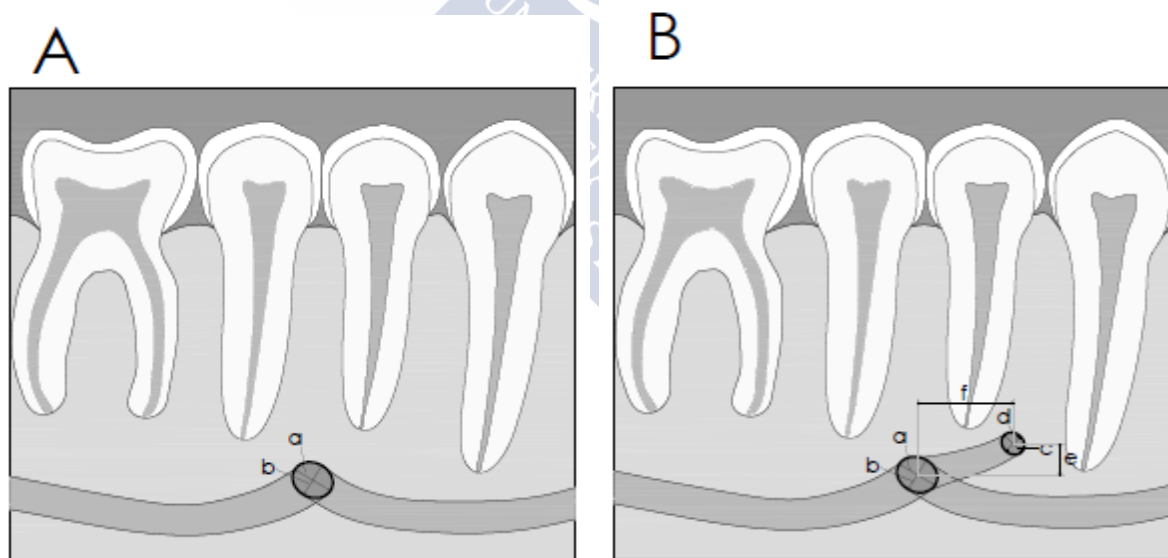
Características morfométricas de los forámenes mentonianos (FM) y forámenes mentonianos accesorios (FMA) analizadas en cortes sagitales de tomografías computarizadas de haz cónico, a) diámetro mayor FM, b) diámetro menor FM, c) diámetro mayor FMA, d) diámetro menor FMA, e) distancia vertical entre FM y FMA, e) distancia horizontal entre FM y FMA.
